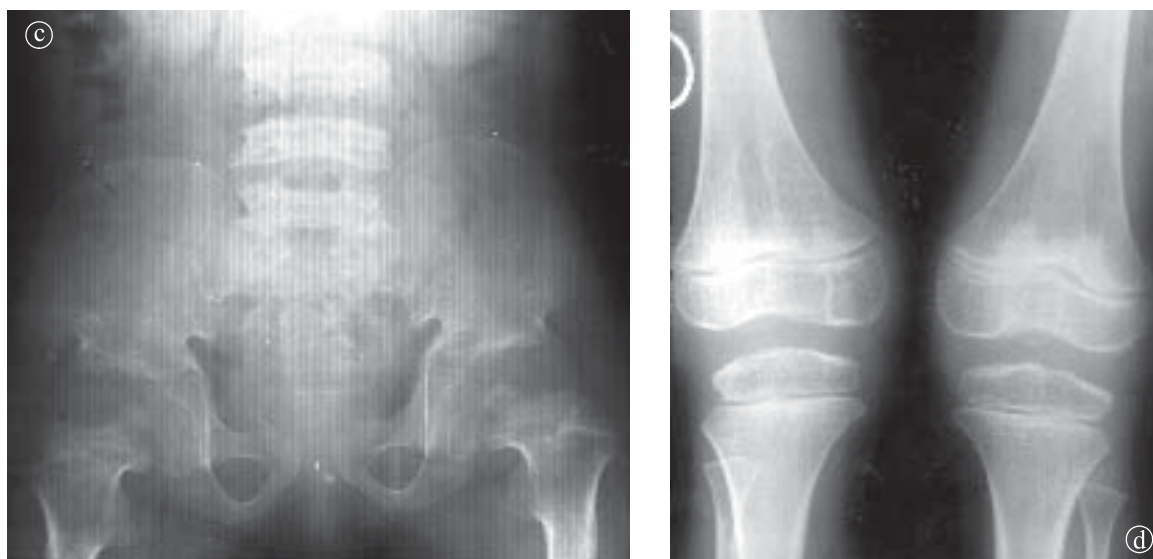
31. Displazie spondiloepifizară tip IV. a) Radiografie comparativă de mâini, b) Radiografie craniu LL, c) Radiografie bazin, d) Radiografie comparativă de genunchi.
